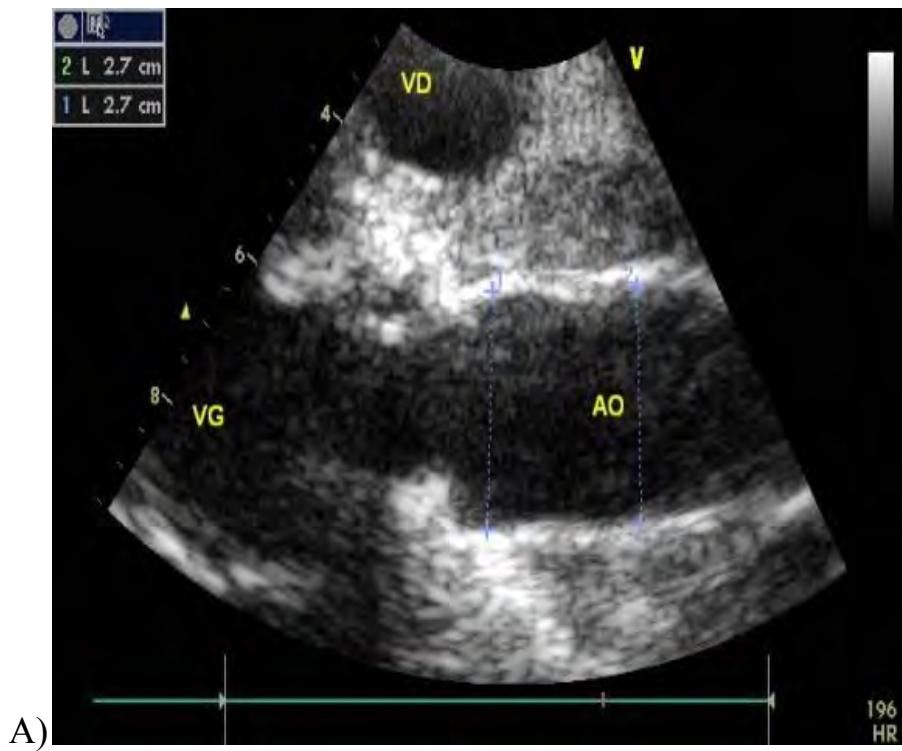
Echocardiographie-Doppler de contrôle post-opératoire :
